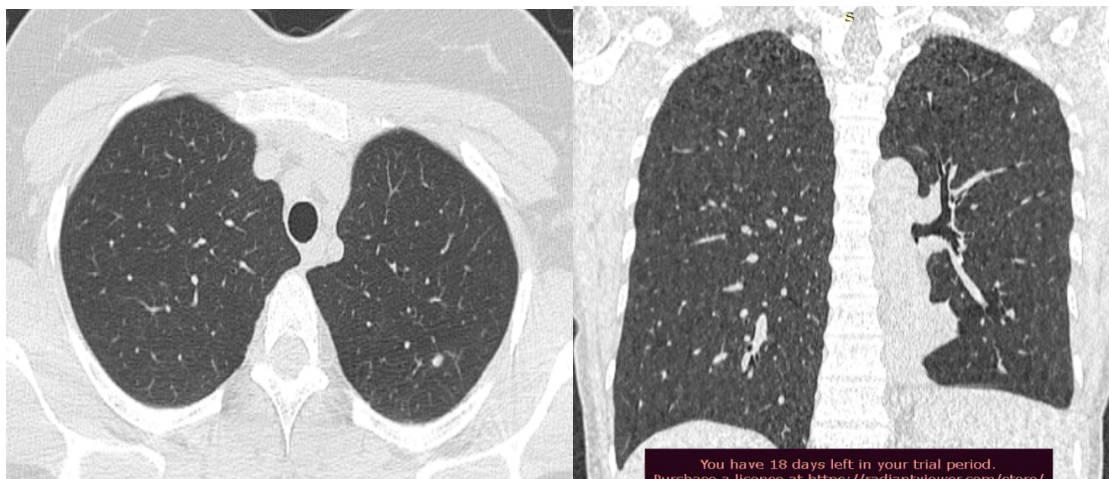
Компьютерная томограмма ОГК пациентки А. через 12 месяцев после окончания лечения
